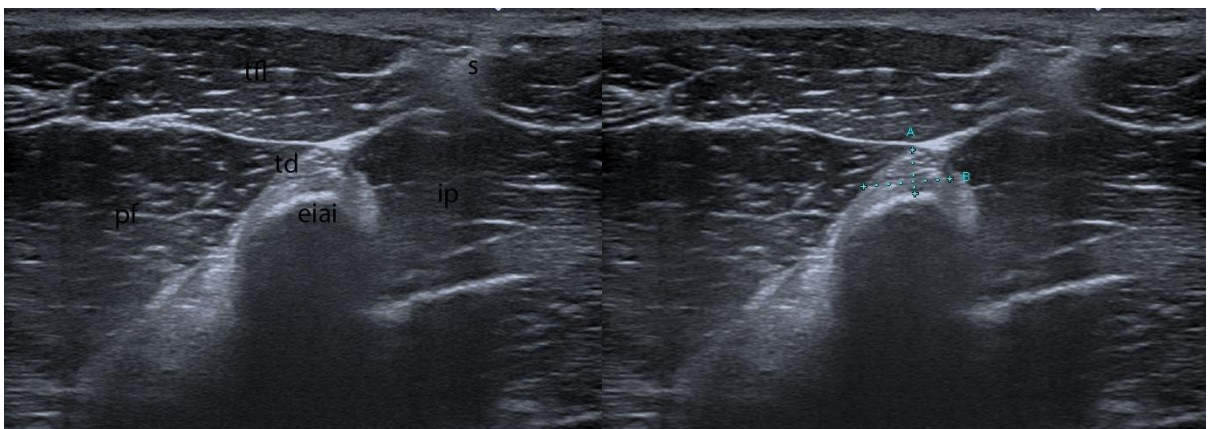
Échographie de la région d'insertion des tendons du droit fémoral sur une hanche droite chez un sujet masculin de 30 ans et de 70 Kg.
